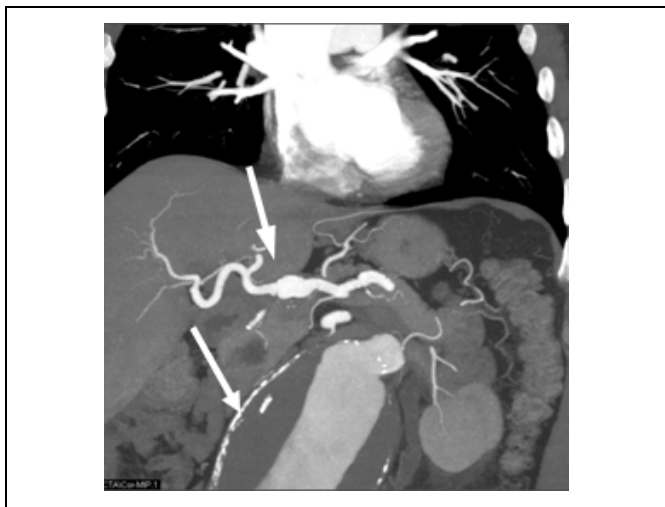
МСКТ. МИП. Коронарная проекция.
